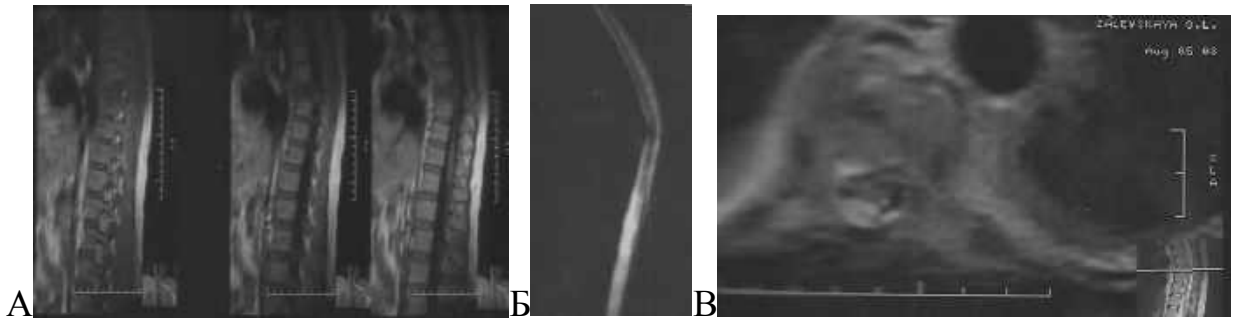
Спостереження №47, пацієнт В-сл, 41 рік, історія хвороби №758. МРТ. Консолідований компресійно-осколковий перелом тіла Th4 IV ступеня (А), зі зміщенням відламків заднього відділу тіла хребця до спинномозкового каналу деформуючи його, з ушкодженням оболонок та спинного мозку; (Б) відсутність МР сигналу в ділянці дурального простору, свідчить про наявність дрібних кісткових фрагментів, що змістилися в хребтовий канал; (В) МРТ показник зформованого «дефекту» мозкової тканини, що заміщується рідиною чи рубцем (рубцево-спайковий епідурит).
